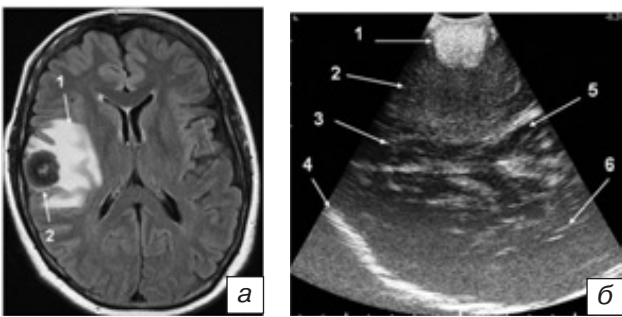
МРТ головного мозга и ИС пациентки с метастазом аденокарциномы сигмовидной кишки в правой височной доле: *a* — МРТ головного мозга во FLAIR-режиме в аксиальной проекции — визуализируется округлая опухоль (1), с выраженной зоной перифокального отека (2); *б* — ИС — определяется гиперэхогенное округлое образование (1) с четкими, ровными контурами, с гиперэхогенной зоной перифокального отека (2). Нормальная ткань мозга. (3). Задний рог правого бокового желудочка (5). Противоположная сторона (6). Височная кость противоположной стороны (4). Fig. 6. Brain MRI and IS of patient with metastasis of sigmoid adenocarcinoma into the right temporal lobe: *a* — brain MRI, FLAIR, axial view — the round-shaped tumor (1) with expressed perifocal edema (2) is seen; *б* — intraoperative sonography — there is the hyperechoic round-shaped lesion (1) with straight distinct borders and hyperechoic perifocal edema (2). Normal brain tissue (3). Posterior horn of right lateral ventricle (5). Contralateral hemisphere (6). Temporal bone from the opposite side (4).
